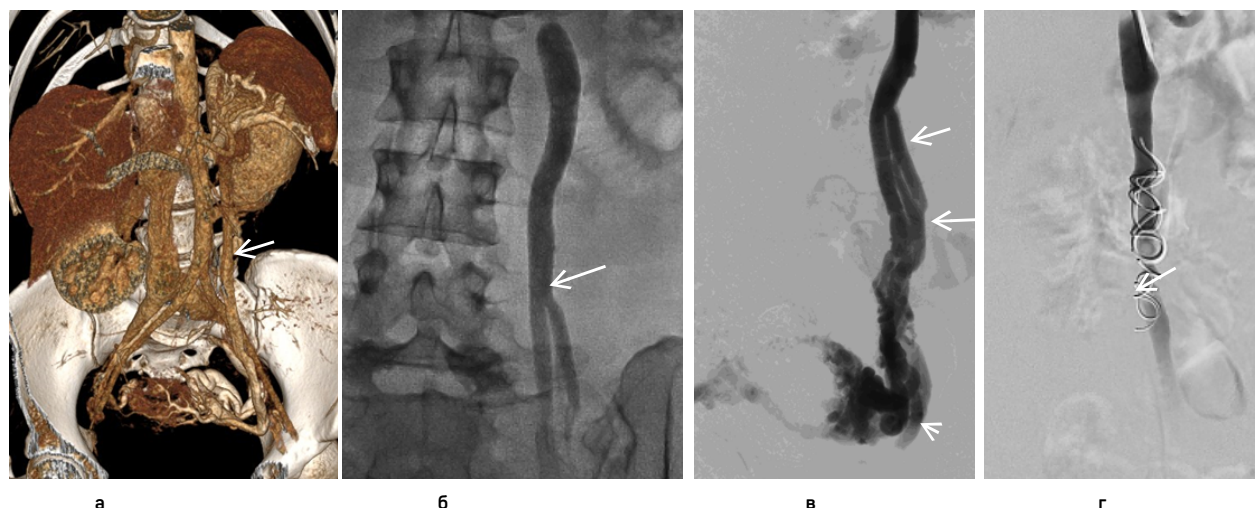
МСКТ-флебография (3D-изображение)
